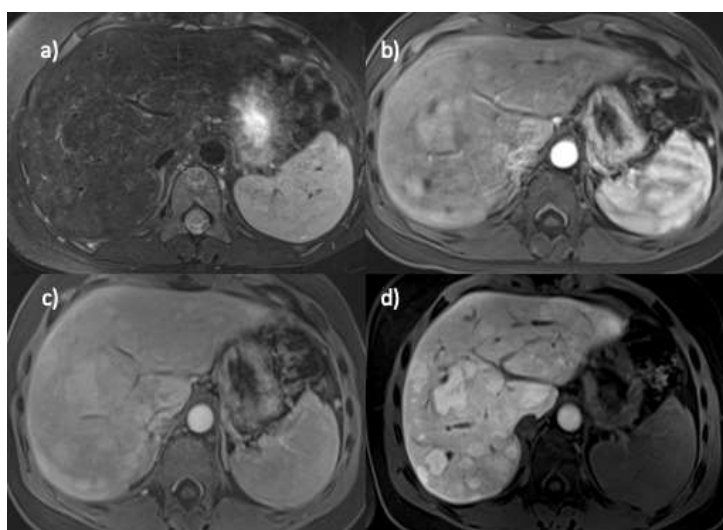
Пациентка Д., 14 лет с мальформацией Абернети, 1b тип. МРТ в аксиальной проекции: а) T2ВИ с подавлением сигнала от жировой ткани; б) T1vibe с динамическим контрастным усилением, артериальная фаза; в) T1vibe с динамическим контрастным усилением, венозная фаза; г) T1vibe с динамическим контрастным усилением, отсроченная фаза (40 минут). Визуализируются множественные очаги гепатоцитарной природы (предположительно фокальная нодулярная гиперплазия и узлы регенерации): изо или слабо гипоинтенсивные на T2ВИ с подавлением сигнала от жировой ткани, активно накапливающие контрастный препарат в артериальную фазу, удерживающие его в венозную и гепатоспецифичную фазы.
